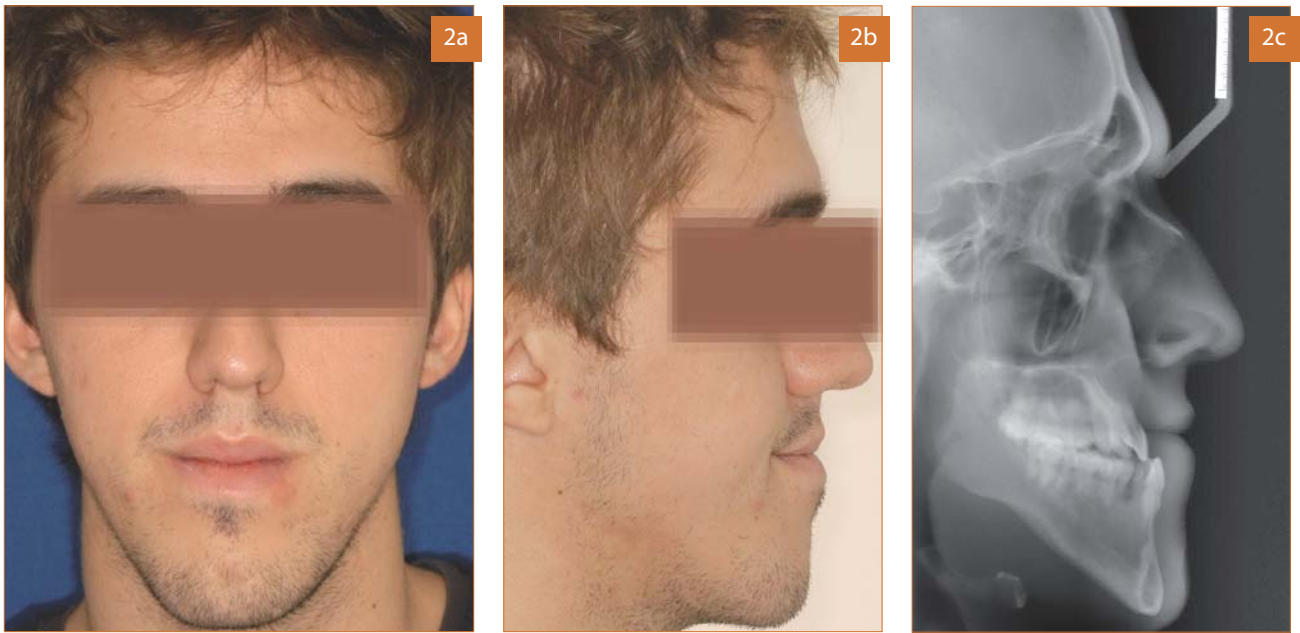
Cara, frente y perfil, y telerradiografía antes del TMD.
